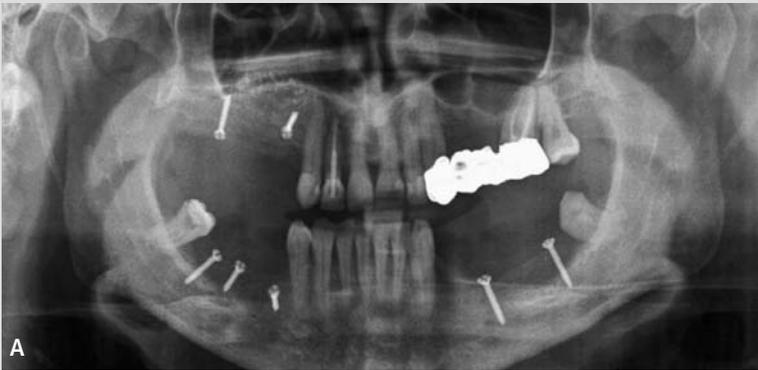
Ortopantomografia dello stato anteriore le cure contestate, con atrofia alveolare corretta con innesti di osso autologo prelevato da cresta iliaca.
